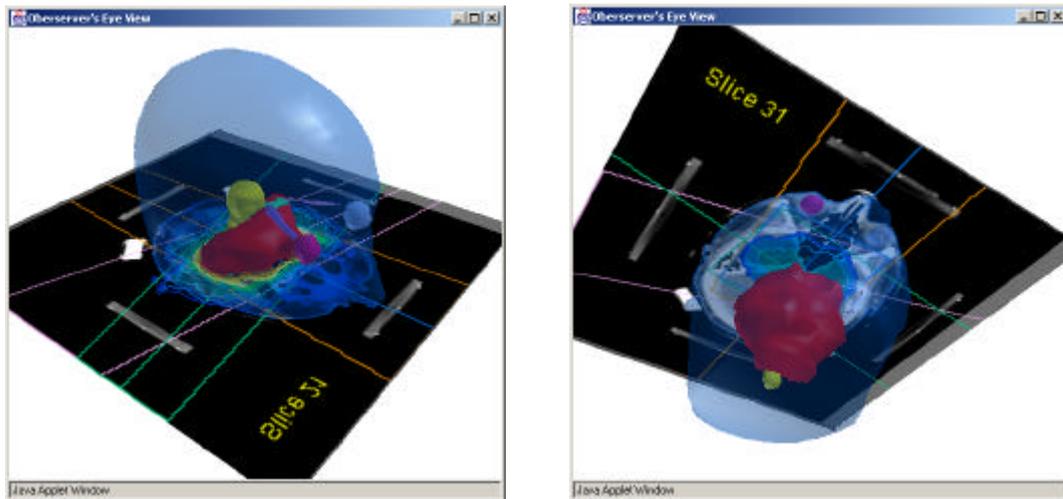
Observer's View in IRIS. Die Bilder zeigen zwei verschiedene Perspektiven der mit Java 3D realisierten Observer's View im IRIS Prototypen (siehe auch Abbildung 7.3, Seite 101). Die Szene ist frei im Raum drehbar, bewegbar und zoombar. Zur besseren Orientierung können wahlweise Schichten des Bildwürfels, hier CT Schichten, mit eingezeichneter Dosisverteilung und eingezeichneten Konturen von Tumor, Risikoorganen und Feldern eingeblendet werden. Die 3D Szene wird in einem separaten Applet Window, das im IRIS Hauptfenster geöffnet wird, angezeigt.
